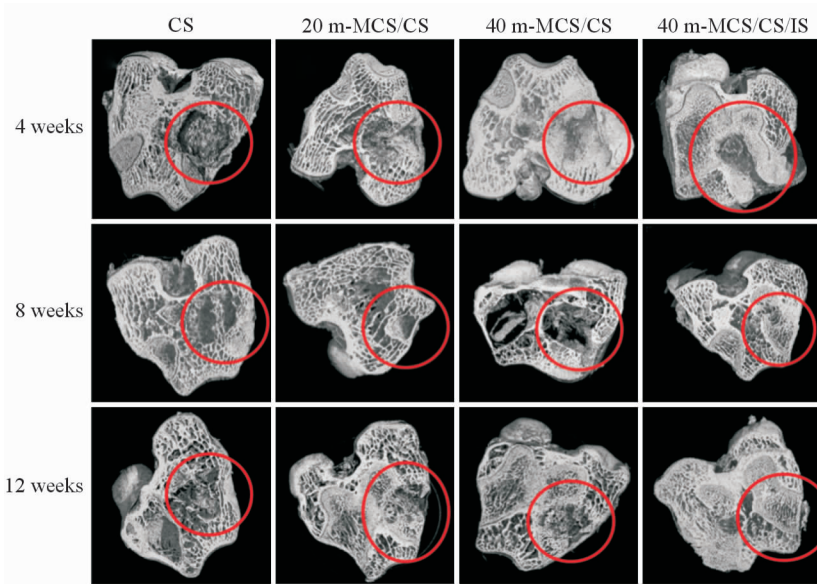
CS、20 m-MCS/CS、40 m-MCS/CS 和 40 m-MCS/CS/IS 骨水泥植入 4、8 和 12 周后兔股骨缺损的 micro-CT 图像
